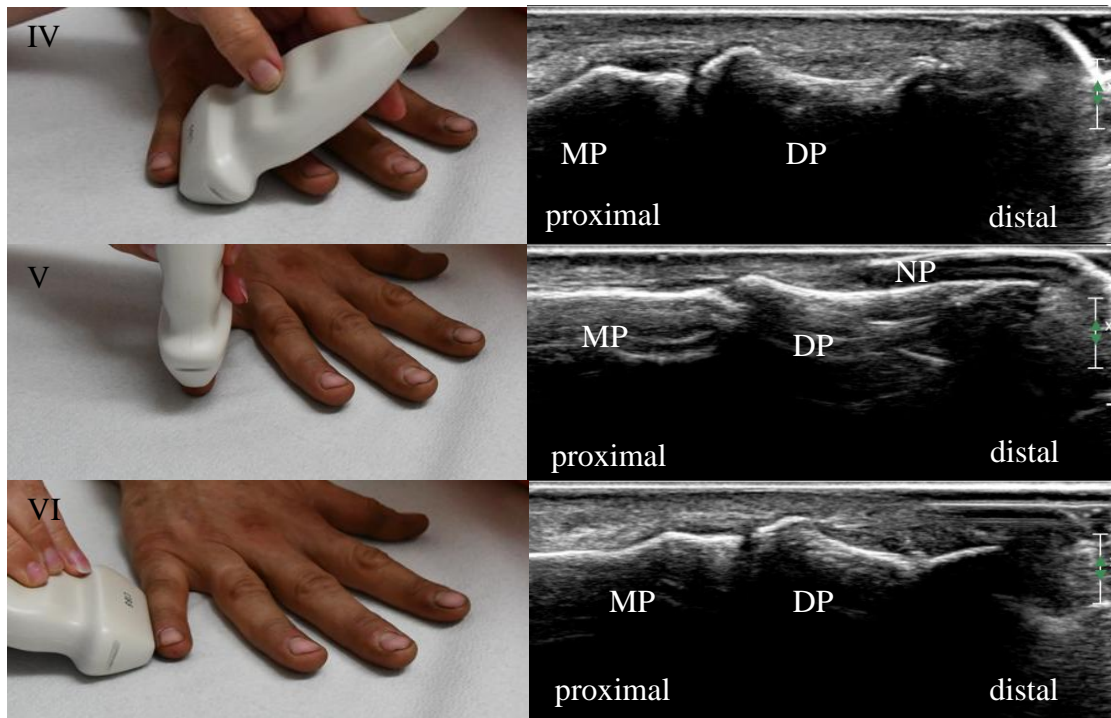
Darstellung der Schallkopfpositionen der Sonographie der distalen Interphalangealgelenke (DIP) der Hand.
